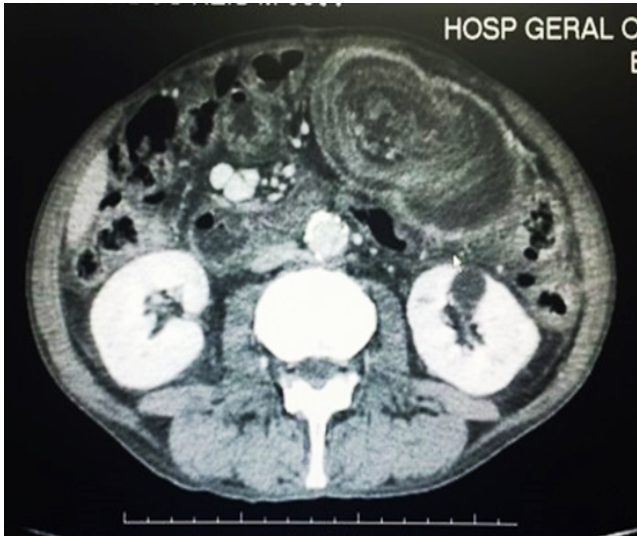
Tomografia computadorizada em corte axial com imagem em alvo com múltiplas camadas sugestivo de intussuscepção jejuno-gástrica.
